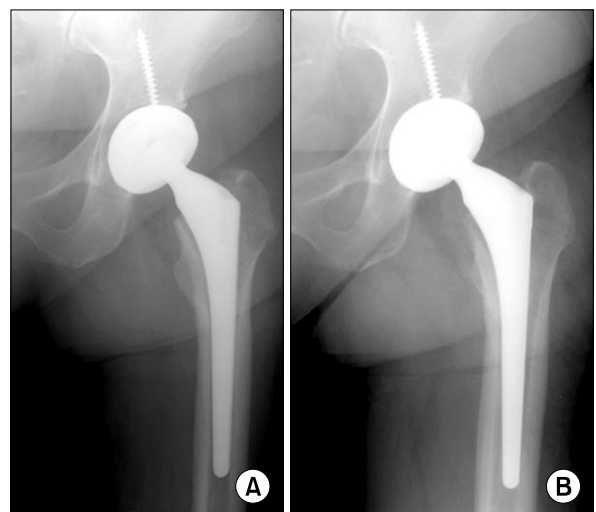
Anteroposterior radiograph of 45-year old female patient. (A) Immediate postoperative radiographs shows press-fitted femoral stem and acetabular cup. (B) Eight years follow-up radiograph shows stable components by bony ingrowth.
